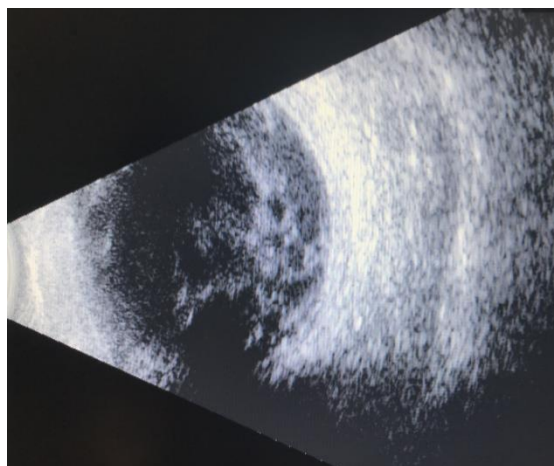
Ультразвуковое исследование (УЗИ) глазного яблока после ПХО (в стекловидном теле участки повышенной эхогенности, неправильной формы, в центральных отделах и заднем полюсе глазного яблока)
